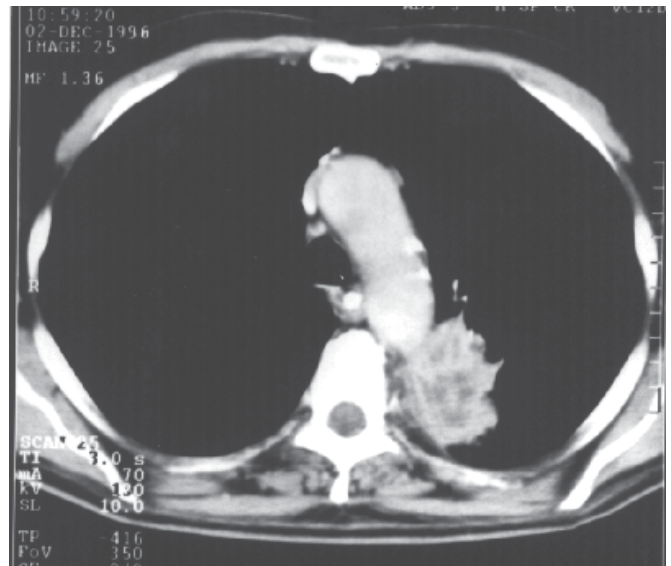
Tomografia computadorizada de tórax. Lesão heterogênea, com densidade de partes moles, bordas irregulares, medindo cerca de 5,4 x 4,0cm, acometendo segmento posterior do LSE e segmento superior do LIE. Discreta reação pleural, sem derrame. Ausência de linfonomegalias mediastinais.
